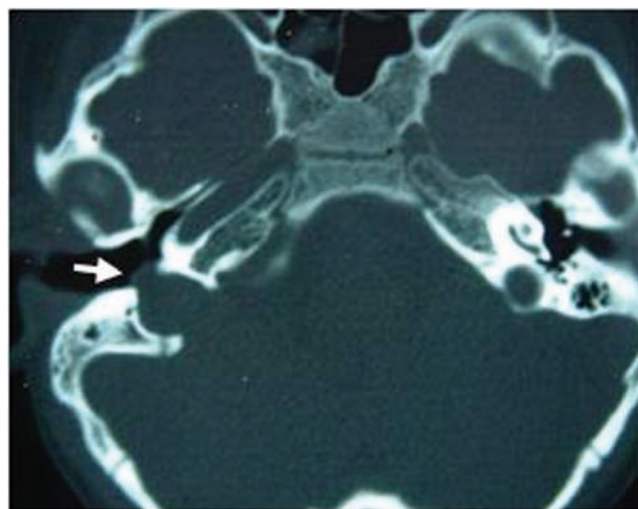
Tomografia computadorizada de ossos temporais, corte axial, demonstrando bulbo de jugular alto com camada óssea incompleta do lado direito (seta).
